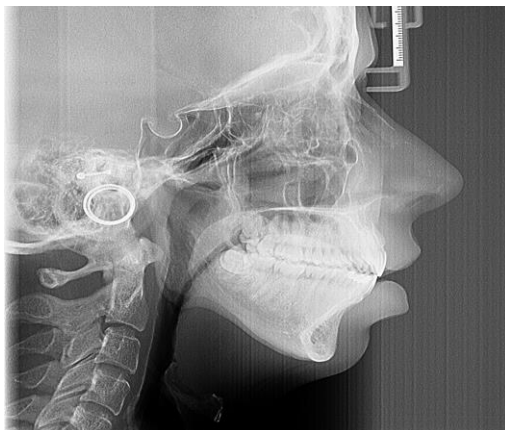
A: Telerradiografia lateral
